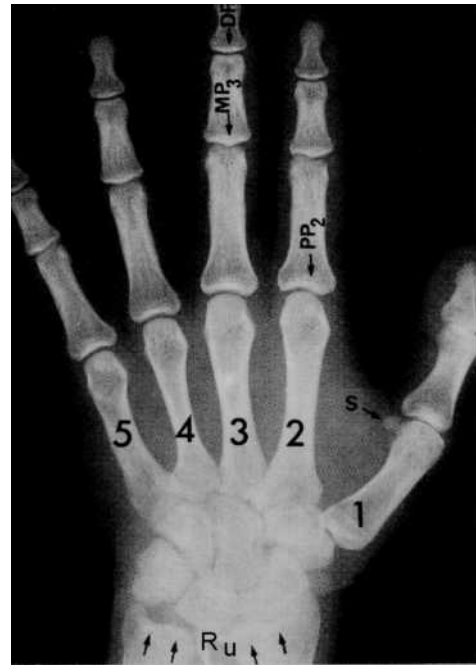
Handwurzel-Röntgenaufnahmen eines Individuums vor dem puberalen Wachstumsschub und nach Abschluß des Wachstums. Die zwischenzeitliche Veränderung gibt Hinweise für die Beurteilung des skelettalen Alters
